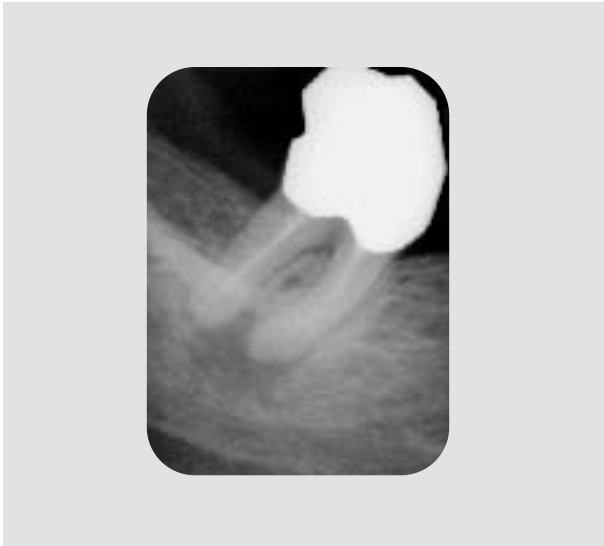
Röntgenaufnahme des Zahns 48 nach Entfernung der teleskopierenden Brücke, angefertigt unter Berücksichtigung der Zahnneigung. Auch im Bereich der distalen Wurzel ist eine Parodontitis apicalis zu erkennen.
